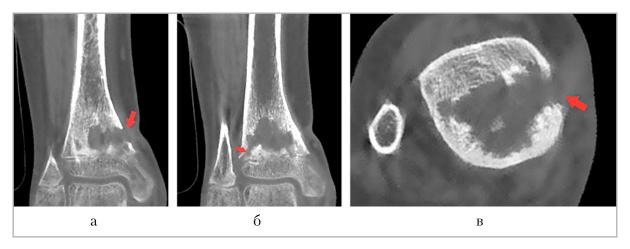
КЛК-томограммы правого голеностопного сустава: a, δ — корональные плоскости; ϵ — аксиальная плоскость. *Стрелками* указаны свищевые ходы
